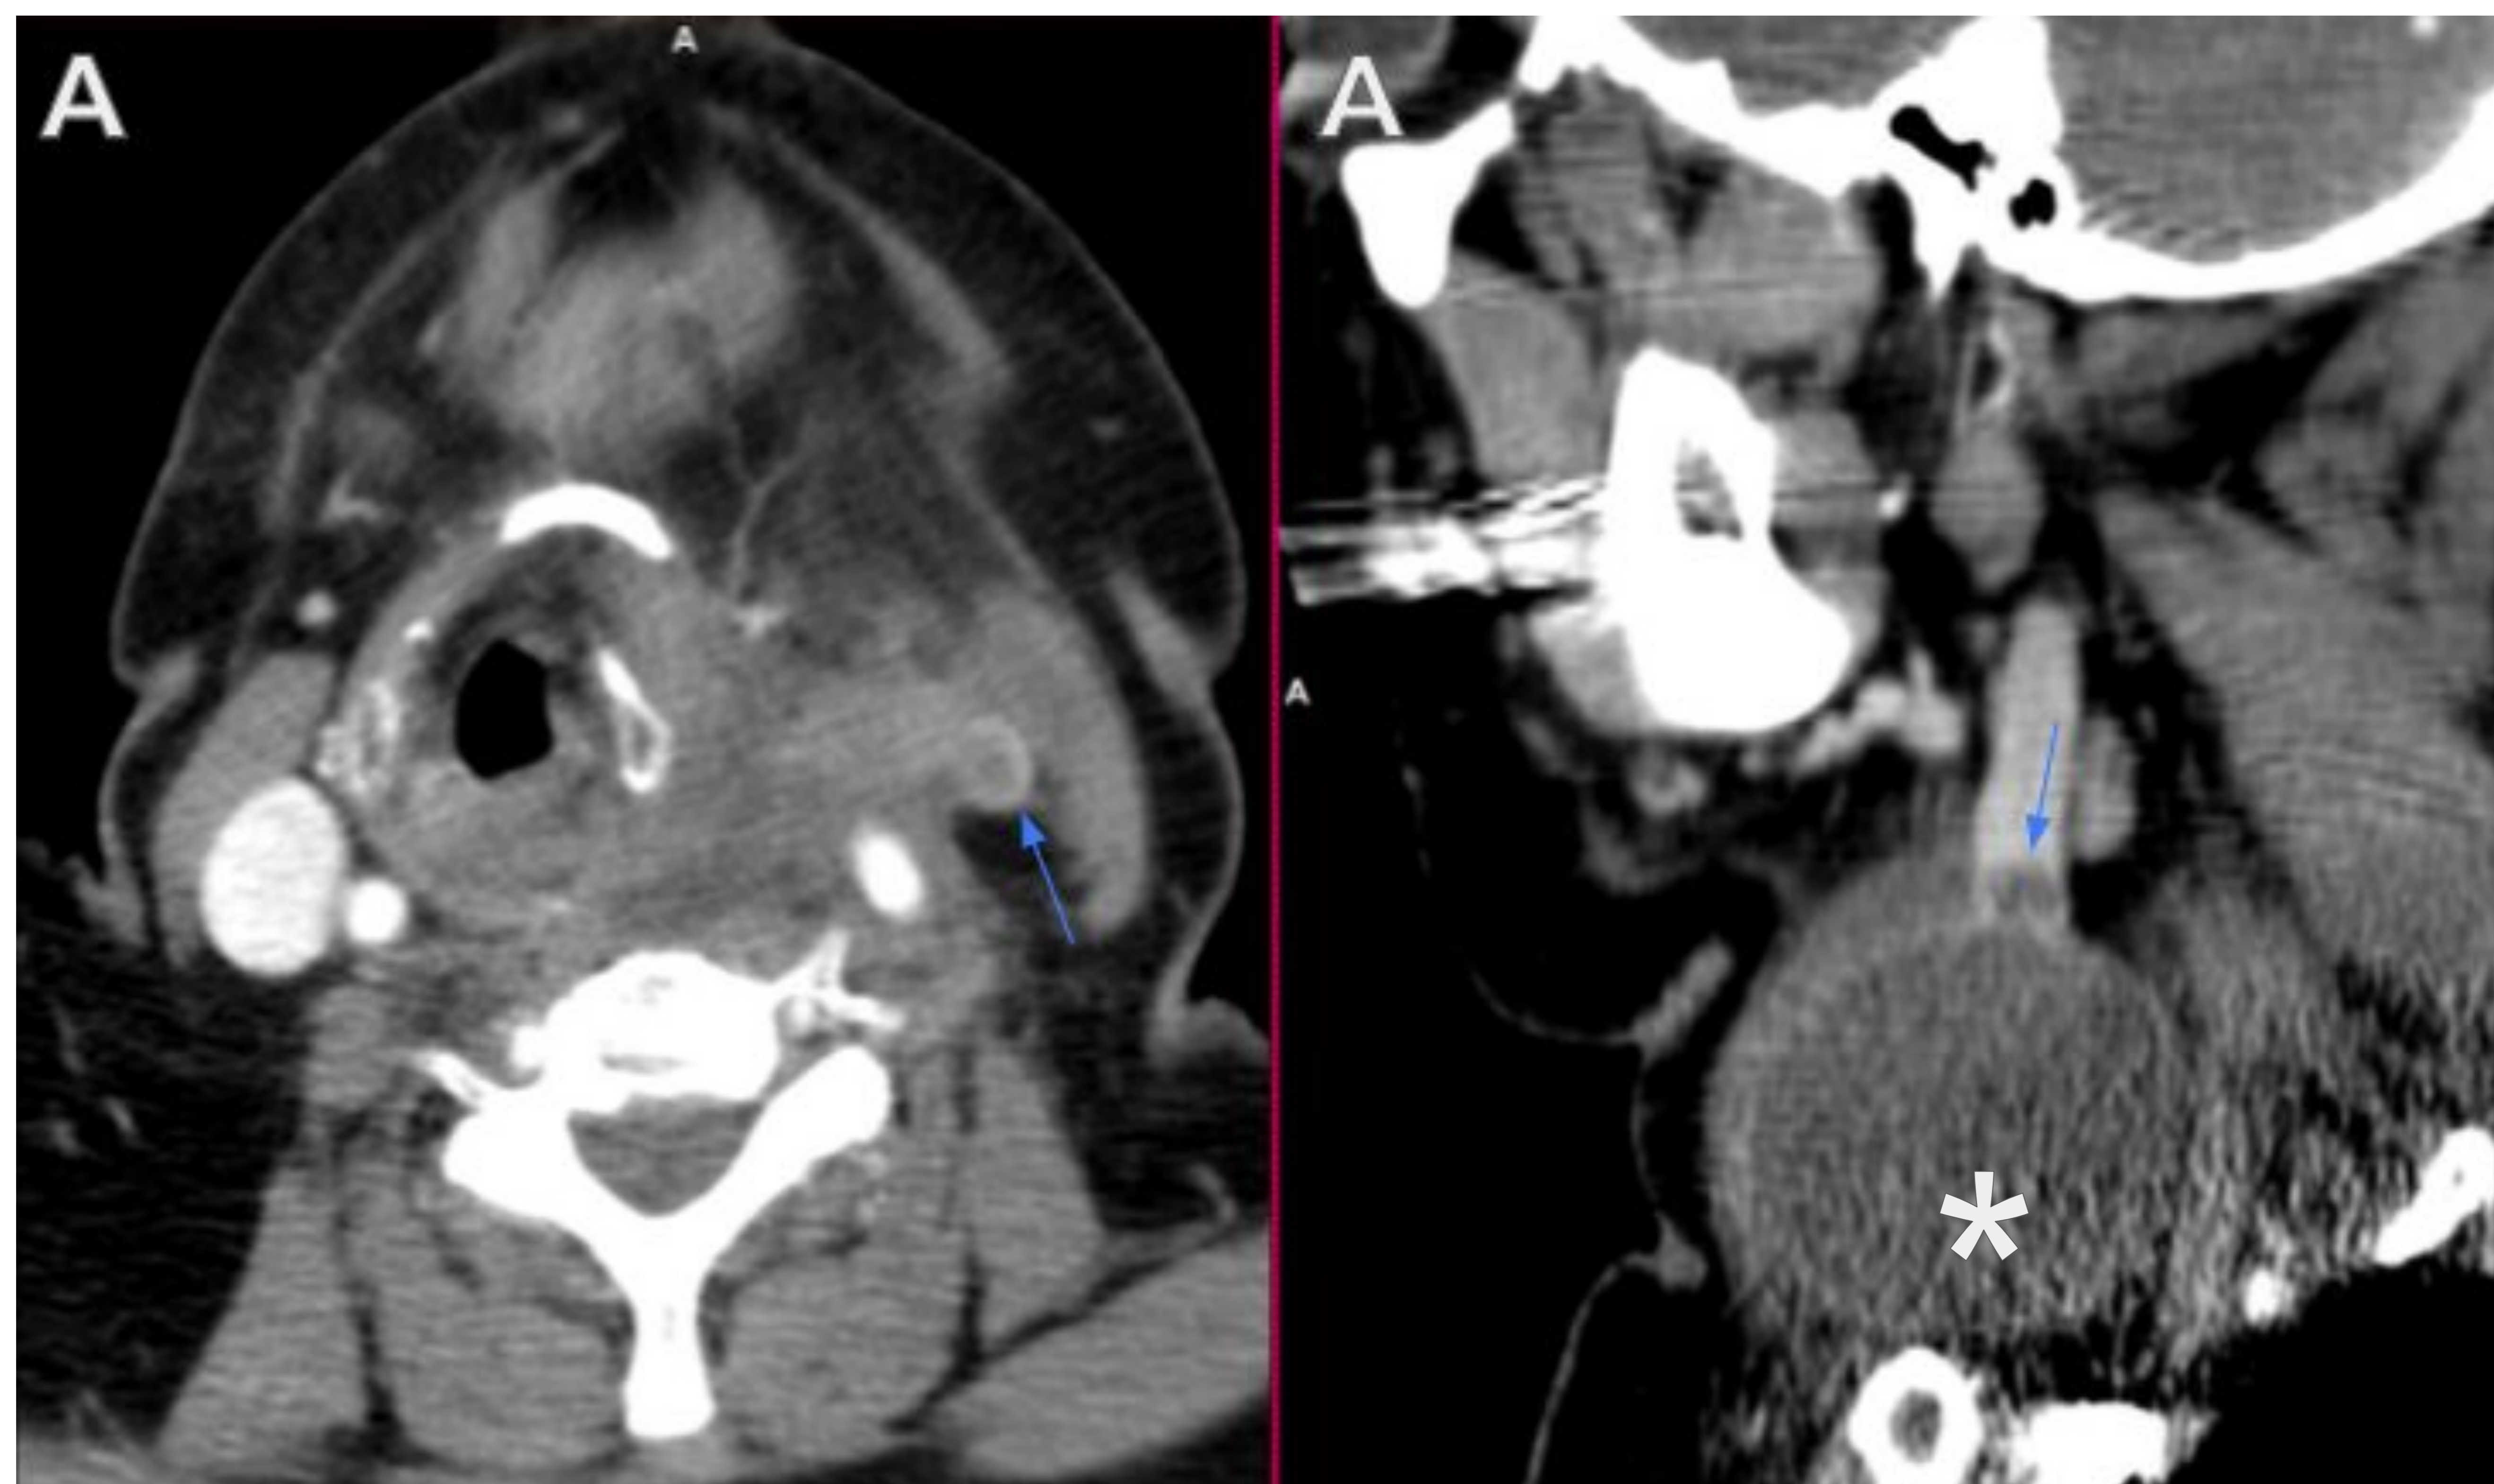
Mismo paciente que en la figura 3. Trombosis tumoral de la vena yugular interna por carcinoma anaplásico de tiroides. Imagen axial (A) y sagital (B) de TC de cuello en las que se identifica un defecto de repleción de contraste en el interior de la vena yugular interna izquierda (flechas azules), en contacto con la neoplasia descrita en la figura 14 y apreciable en B (asterisco). Esto es debido a trombosis venosa tumoral de la vena yugular interna izquierda ocasionada por el carcinoma anaplásico de tiroides.
